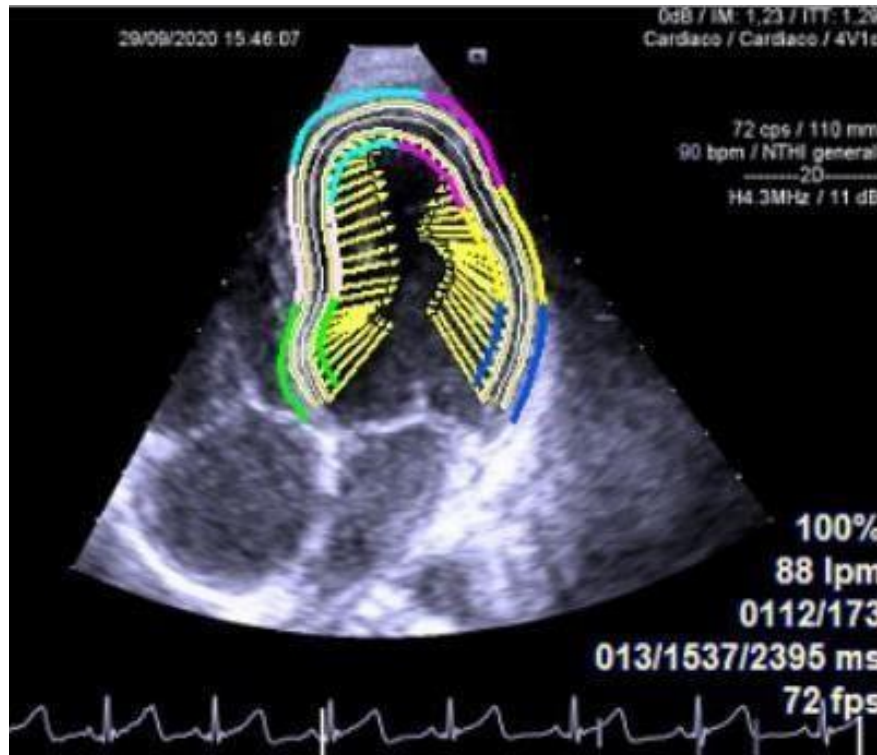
Tecnología speckle tracking para la cuantificación de la deformación miocárdica. En la imagen podemos visualizar la delineación semiautomática de los bordes endocárdico y epicárdico del VI en el plano apical 4 cámaras. La magnitud y la dirección de cada vector reflejan el movimiento miocárdico respecto a su punto de referencia.
